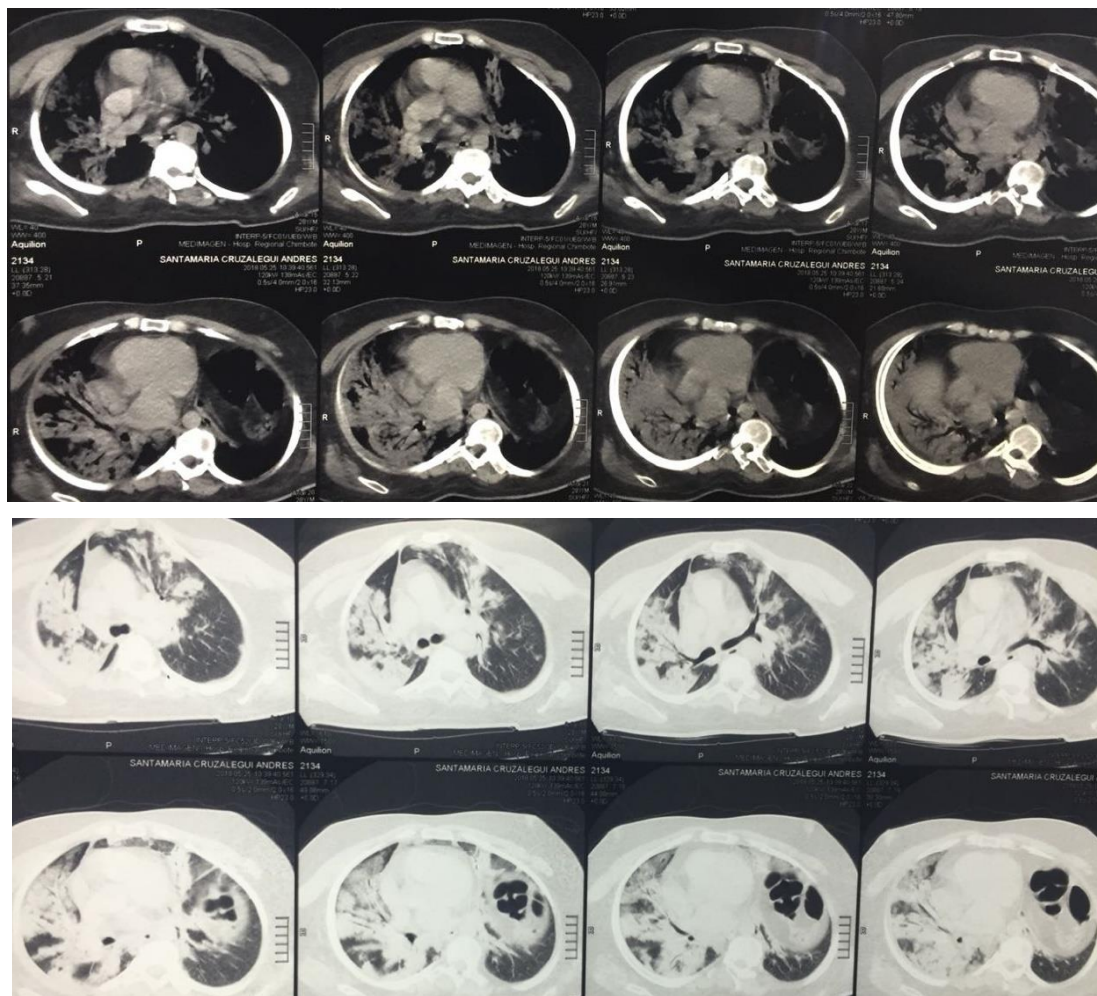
Tomografía espiral multicorte torácica, día del ingreso a emergencia.
